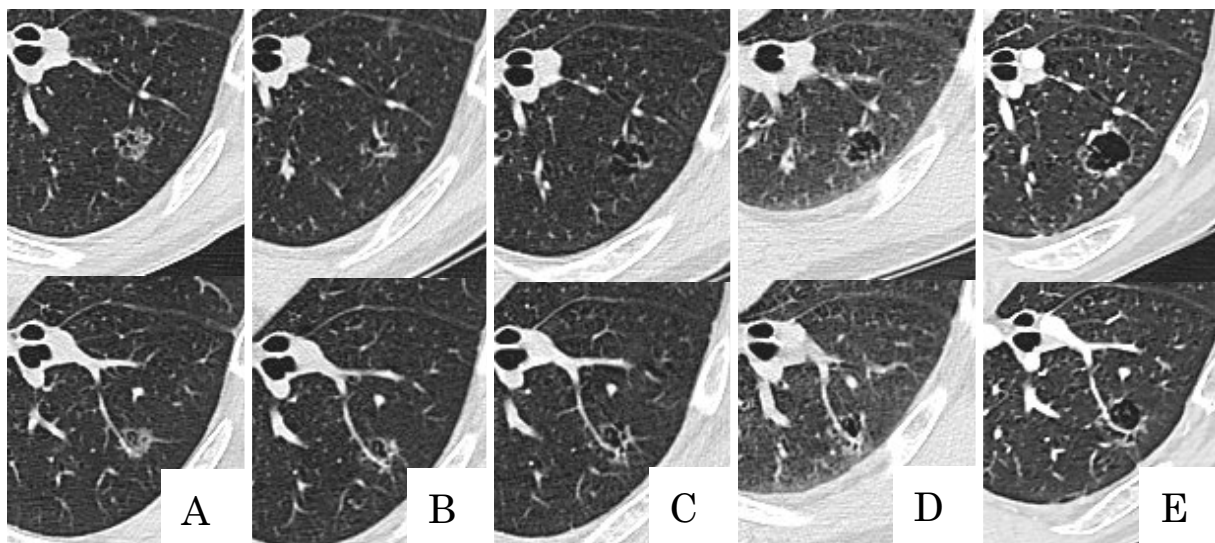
The clinical course of the HRCT findings over 4 years. The image on the lower side shows a V⁹ vein penetrating the nodule. The image on the upper side is a 3.9-mm cranial slice of the lower side. A: First visit. B: After 1 year. C: After 2 years. D: After 3 years. E: After 4 years.
